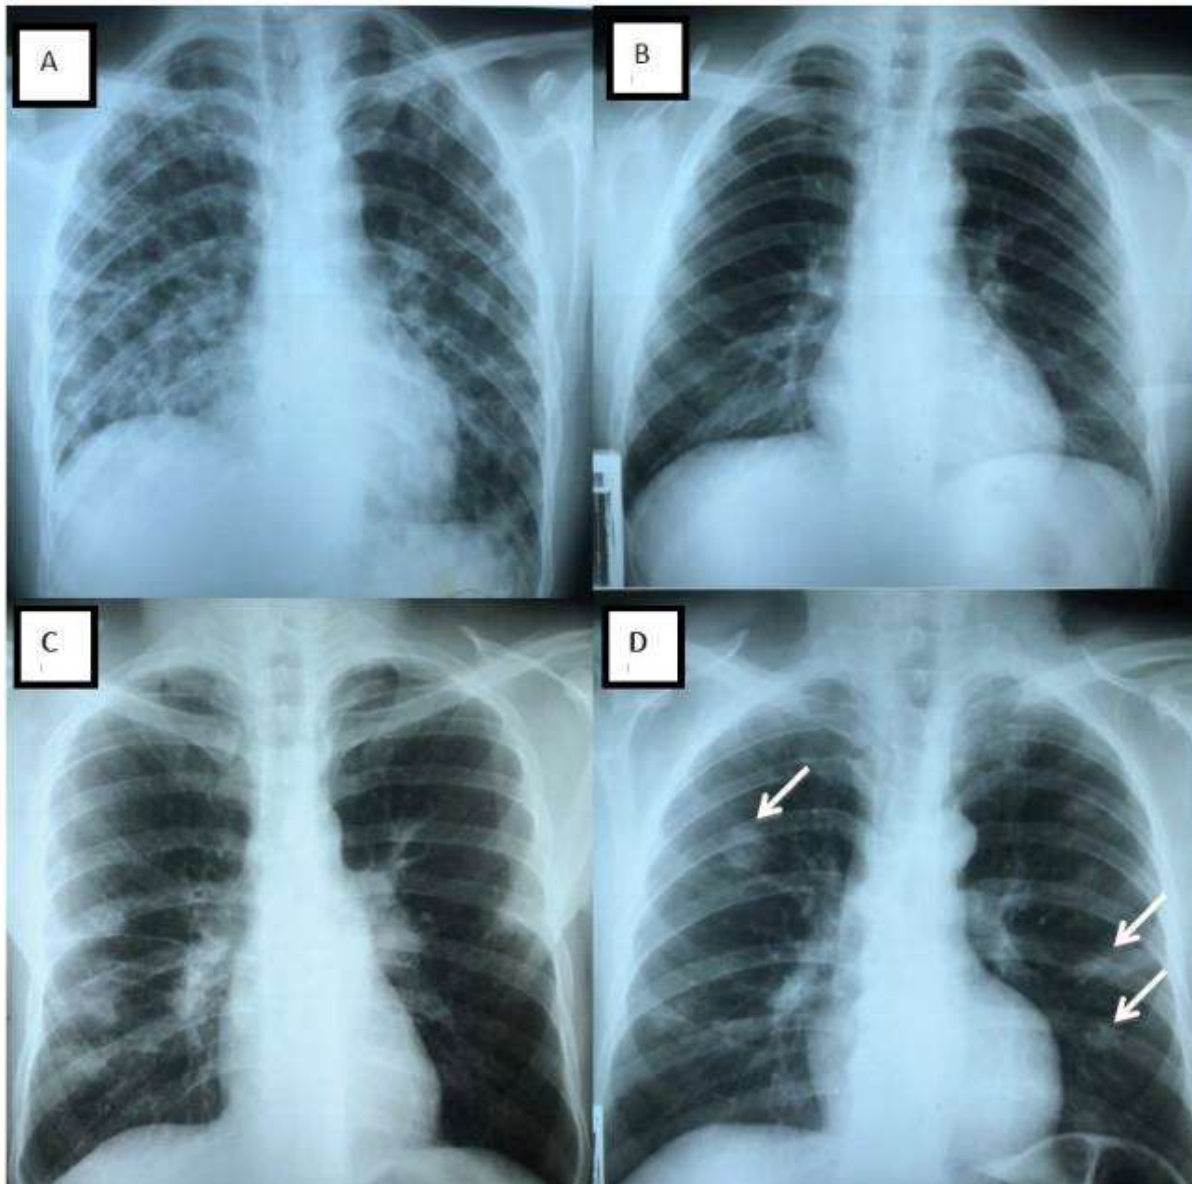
Padrões observados na radiografia de tórax de pacientes com coccidioidomicose em centro de referência no Ceará, Nordeste do Brasil. A: padrão reticulonodular difuso. B: padrão reticular em pulmão inferior esquerdo. C: lesões nodulares periféricas em pulmão direito, presença de linfadenopatia hilar. D: múltiplas lesões nodulares (setas). Fonte: Modificado de Da Silveira Moraes *et al.*, 2020.
